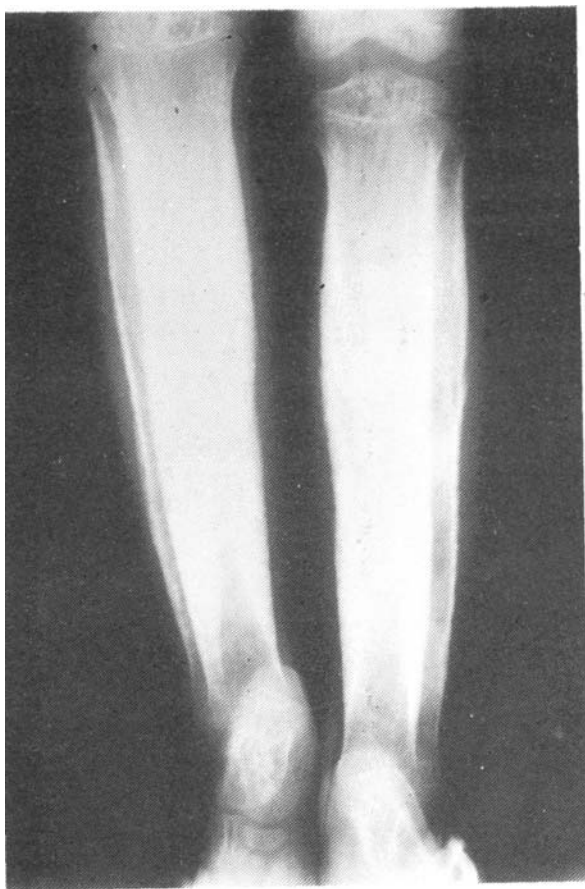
Radiografía AP de ambas tibias, con epífisis de poca altura, y diáfisis anchas, sin clara distinción cortical-medular. Los peronés, se afectan igualmente.
